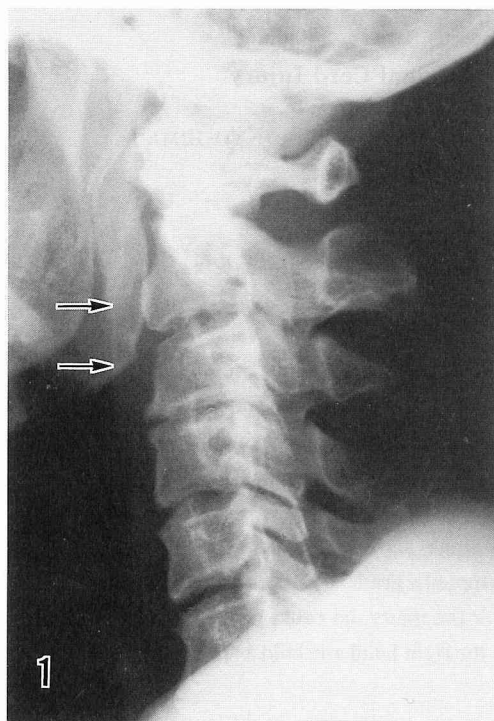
Lateral view of the cervical X-ray showing the ossification of the posterior longitudinal ligament at the level of C3/4, the narrowing between the C3 and C4 vertebrae, and swelling of the retropharyngeal soft tissue (arrows).
